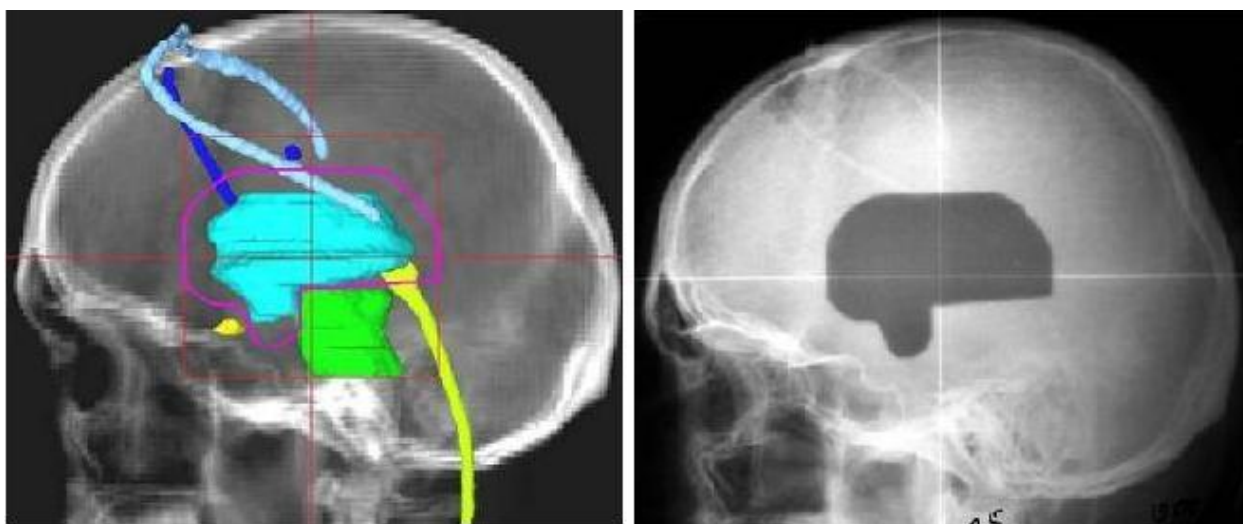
Верификация плана протонного облучения: слева - цифровая рентгенограмма черепа с направления облучения с проекцией мишени, критических структур и апертуры коллиматора; справа – рентгеновский снимок черепа, сделанный непосредственно перед облучением с одновременной засветкой протонным пучком низкой интенсивности. Положение пучка относительно костных структур-ориентиров и его форма точно соответствуют плану облучения
